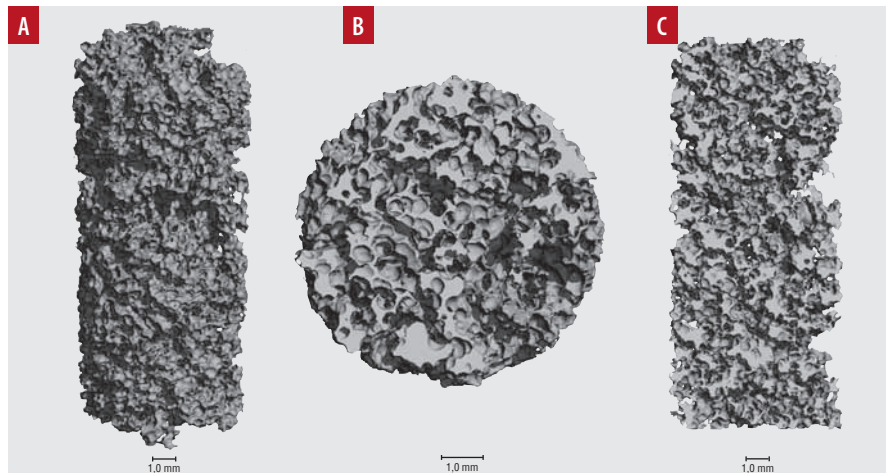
µ-CT-Aufnahmen einer Granulatschüttung von Osbone®. A: perspektivische 3D-Darstellung, B: Horizontaler Schnitt durch die Probenmitte, C: Vertikaler Schnitt durch die Probenmitte. Die Maßstabsbalken unten entsprechen der Länge von 1 mm.
